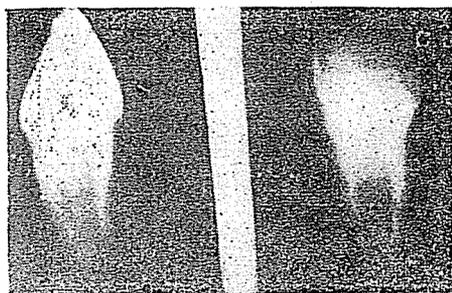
Radiografía del incisivo extraído
